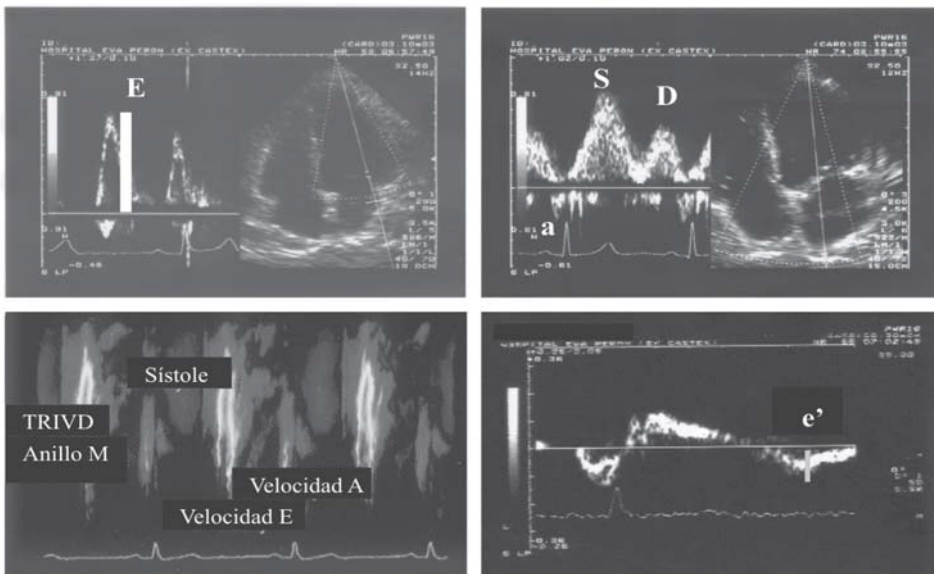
Mediciones relacionadas con la función diastólica realizadas dentro de las 72 horas del IAM. Velocidad pico de la onda E del flujo mitral. Flujo de la vena pulmonar superior derecha. Velocidad de propagación del llenado ventricular izquierdo con Doppler M color. Velocidad de la onda e' del Doppler tisular del anillo mitral.
